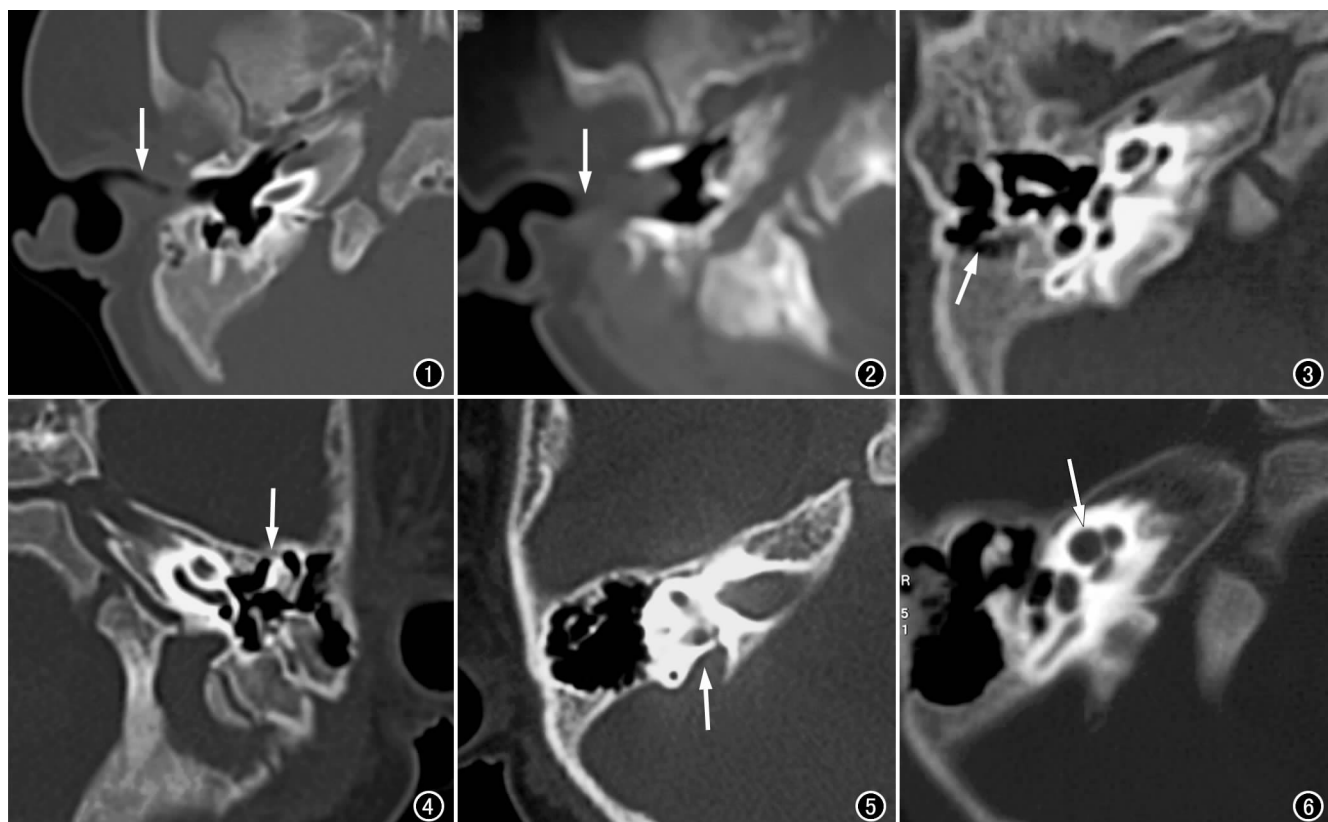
右侧外耳道膜部狭窄(箭)。 图 2 右侧外耳道膜部闭锁(箭)。 图 3 右侧骨性外耳道闭锁,合并听小骨畸形(箭)。 图 4 听骨链畸形,锤砧关节融合(箭),砧骨体与鼓室外侧壁粘连。 图 5 前庭导水管扩大综合征。HRCT 示扩大的前庭导水管(箭)。 图 6 Mondini II 型畸形,HRCT 示耳蜗尖圈与中间圈融合(箭)。
